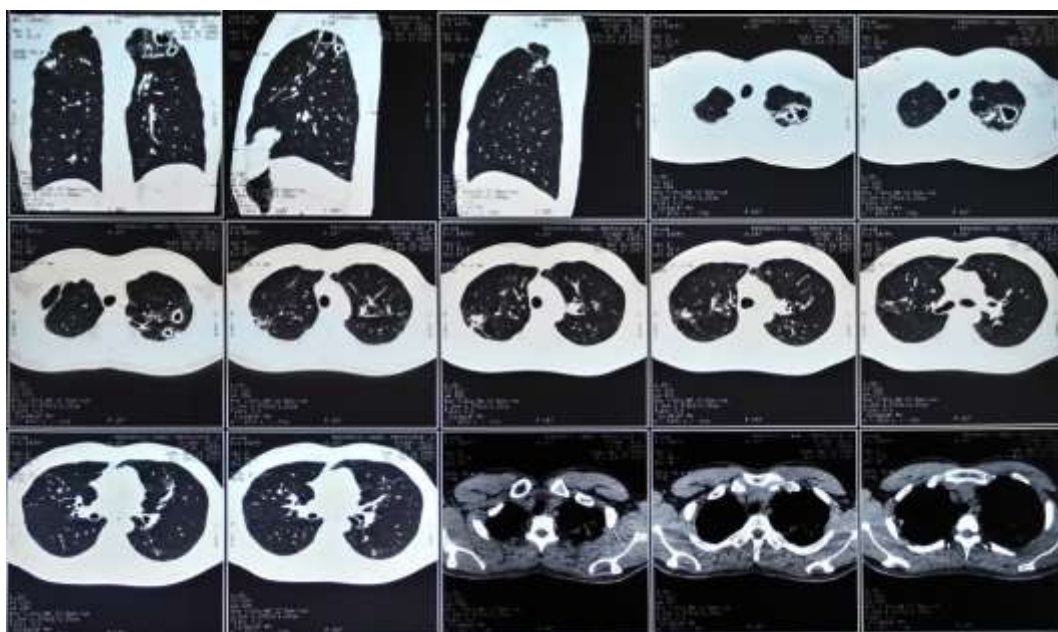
МСКТ органов грудной клетки пациента Д., 28 лет, при поступлении в клинику: каверны верхних долей обоих легких
